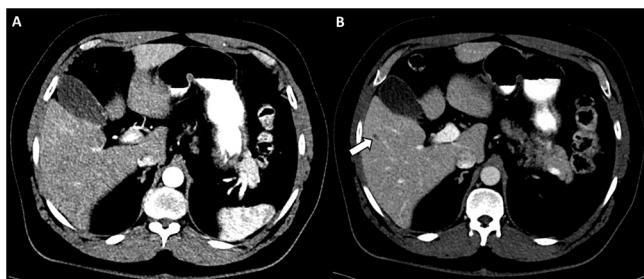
Tomografía computarizada de abdomen obtenida tras la administración intravenosa de contraste en fase arterial (A) y portal (B). Práctica resolución de la lesión hepática identificada en la exploración previa. Únicamente persiste en la fase portal una lesión hipodensa muy pequeña, que en el estudio actual muestra aspecto quístico (flecha blanca), de aspecto residual.
